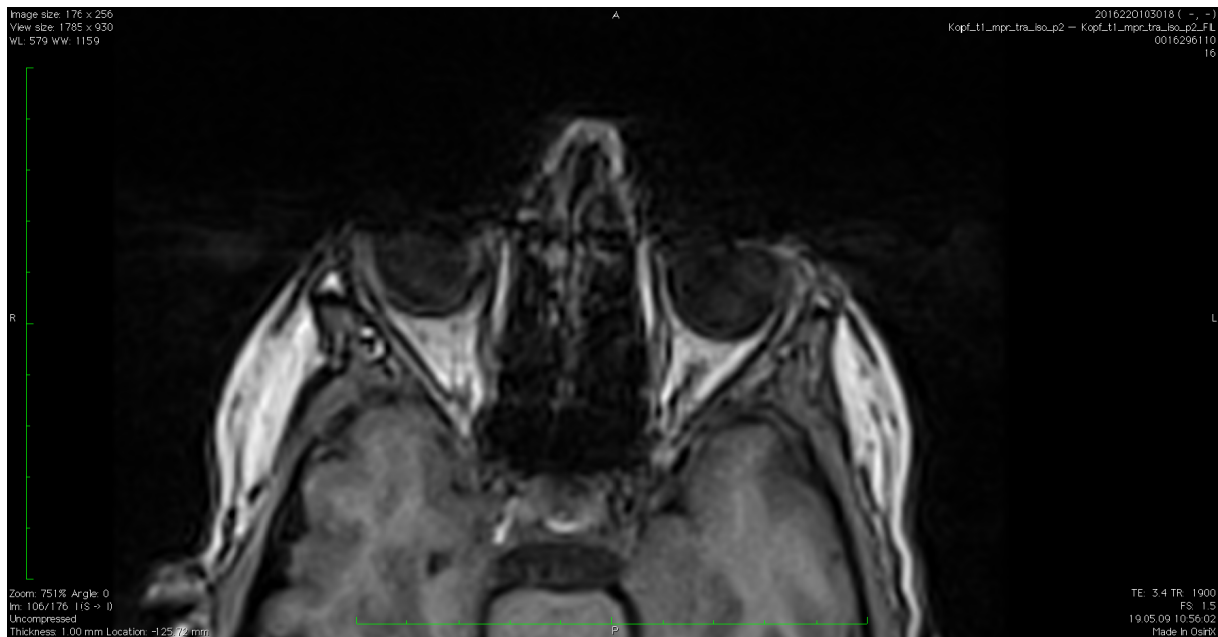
Beispielbewertung der Bildqualität mit „schlecht“ anhand einer Kopf-MRT-Sequenz. Die gezeigte MRT-Sequenz lieferte eine ausreichende Qualität zur Bestimmung des Orbitawinkels, aber nicht für die Bestimmung des EOVS, demnach wurde die MRT-Aufnahme als nicht auswertbar eingestuft. Die Bildqualität wurde somit der Kategorie „schlecht“ zugeordnet und entfiel aus der Bewertung [46].
